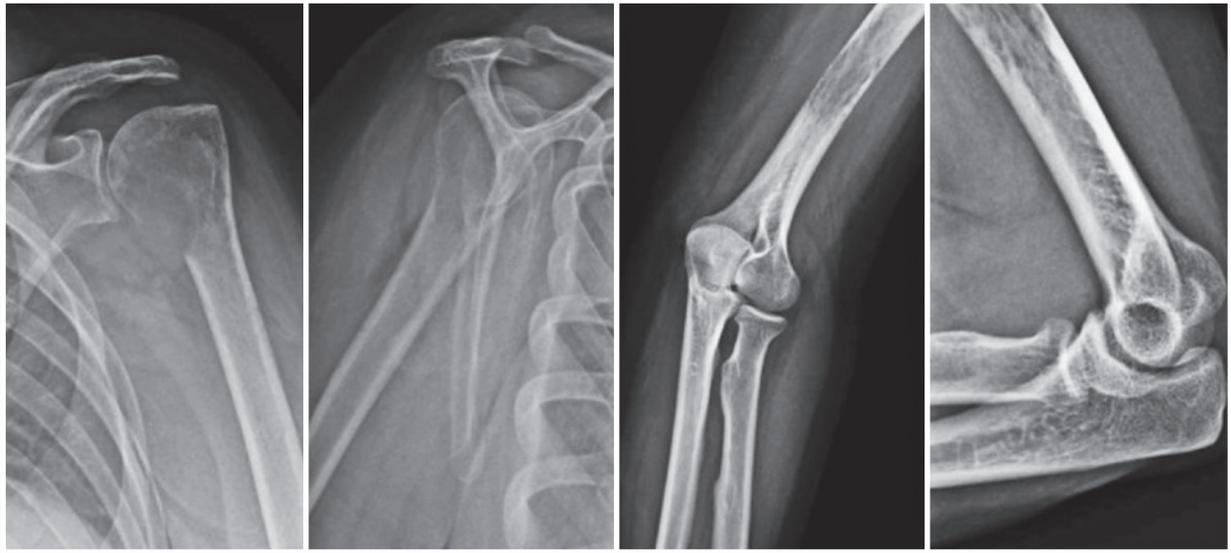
Radiografia do ombro esquerdo e cotovelo esquerdo evidenciando lesões líticas na região proximal e distal do úmero.
